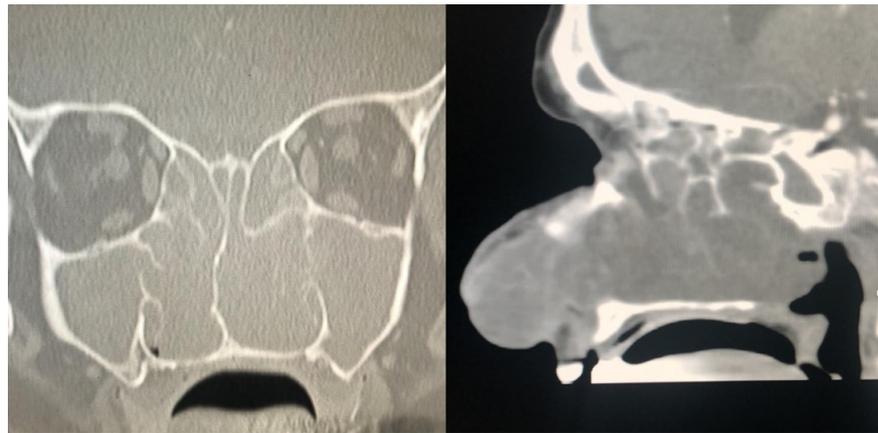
Contrast-enhanced computed tomography image of the nasal cavity and paranasal sinuses showing complete obliteration by polypoid masses.
